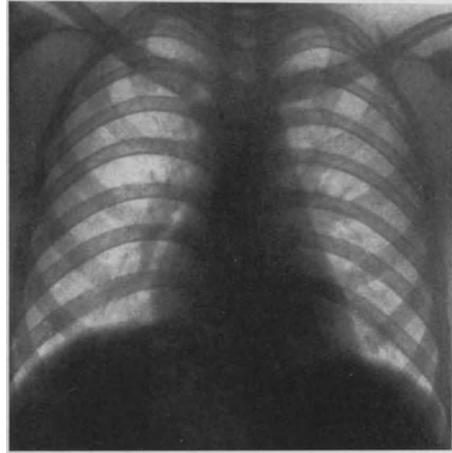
Neuritische, hydropische und kardiale Beriberi bei Otitis media. Exitus durch Komplikation der Otitis media. Röntgenaufnahme zeigt mäßige Verbreiterung nach rechts und links sowie steilen linken Herzrand.
